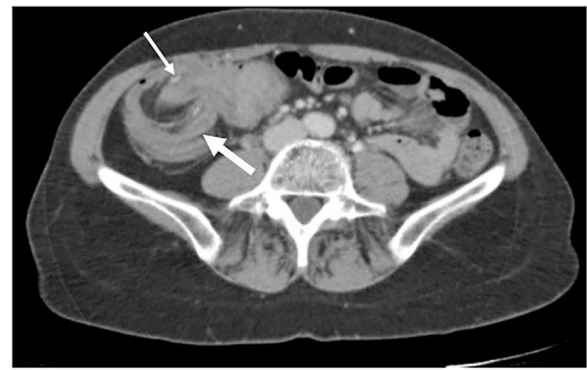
TAC abdominal en corte axial: invaginación del íleon (flecha delgada) en el colon transverso (flecha gruesa). Imagen «en diana».
